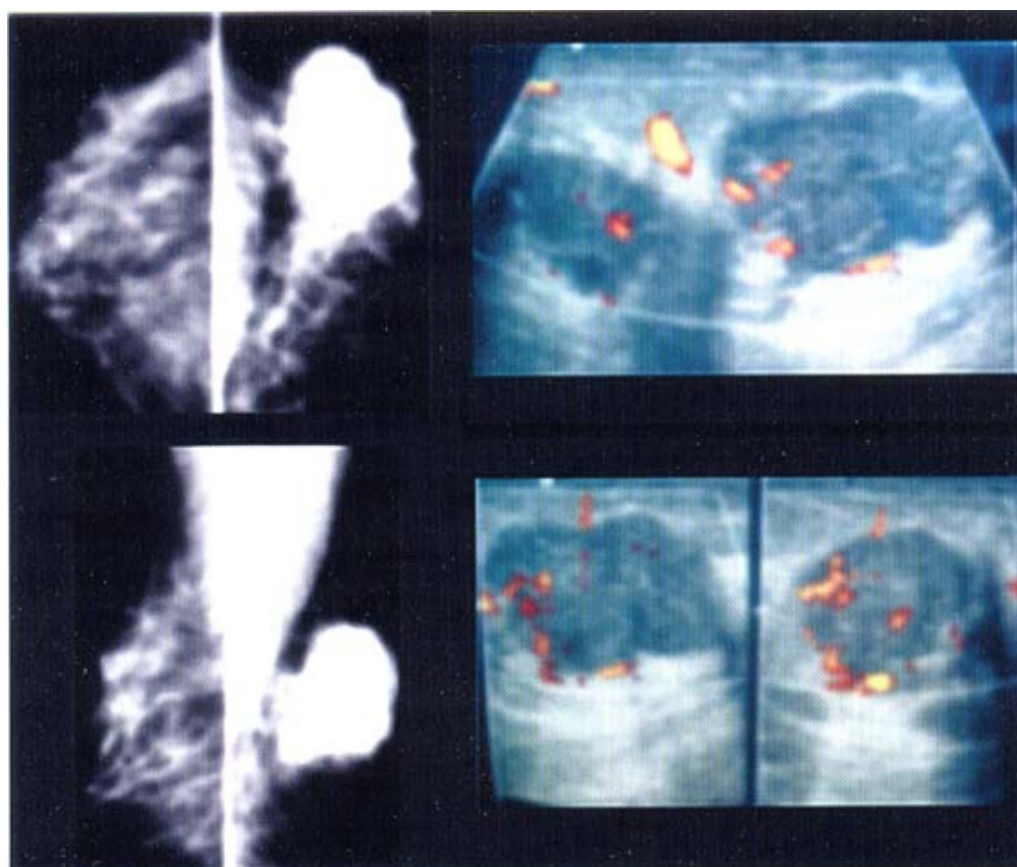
Estudio de mastografía y ultrasonido en paciente de 45 años que presenta nódulos en mama izquierda, clínicamente estables hasta hace dos meses en donde la nodularidad del CSE crece paulatinamente y deforma la mama. Se observa masa sólida multilobulada de alta densidad que en ultrasonido tiene un doble componente nodular, lobulada, heterogénea en su patrón ecográfico con importante vascularidad periférica y central. Comportamiento atípico para un fibroadenoma. El reporte histopatológico es de T. Phyllodes
